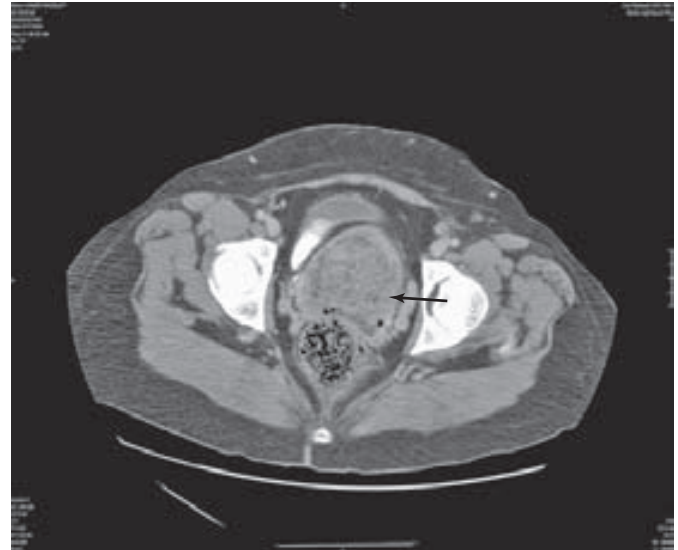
Tomografía computadorizada (CT) de carcinoma cervicouterino en etapa IB2. (Por cortesía del Dr. John Schorge.)
